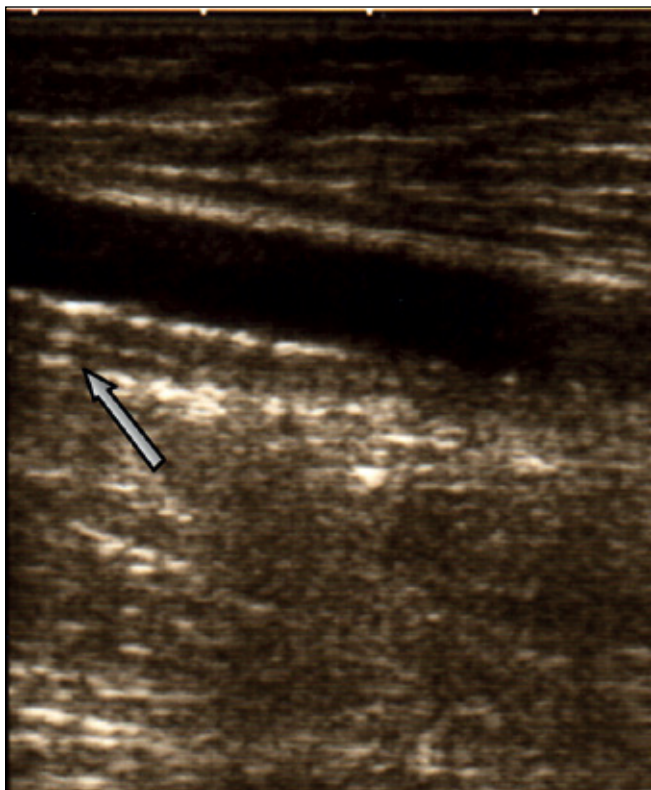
Parziale calcificazione della media dell'arteria femorale superficiale (→), rilevabile all'esame ecografico in soggetto di 40 aa con trapianto renale (esame radiologico negativo, NdA).
